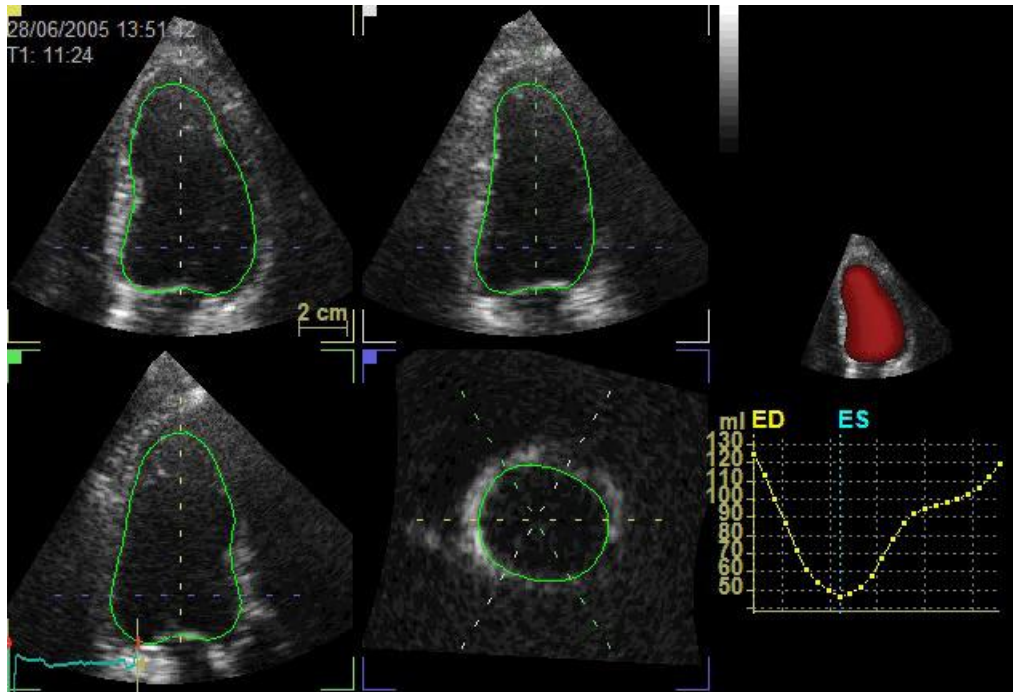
Captura de tela um vídeo de ecocardiograma Doppler para fazer a estimativa da fração de ejeção. A figura mostra quatro planos anatomicos alinhados através de uma gravação 4D (3D+tempo) de um ventrículo esquerdo normal, onde as superfícies ventriculares esquerdas (contornos verdes) foram detectadas para cada quadro do filme em todo o ciclo cardíaco. Pontos de referência manuais foram adicionados como círculos verdes. Na curva tempo-volume (canto inferior direito), estão computados os volumes a partir das superfícies detectadas em cada quadro do ciclo cardíaco, junto com os quadros diastólico final (ED) e sistólico final (ES) computados a partir dos valores máximo e mínimo respectivamente. O vídeo se encontra no site (<https://commons.wikimedia.org/wiki/File:Semi-automated-quantification-of-left-ventricular-volumes-and-ejection-fraction-by-real-time-three-1476-7120-7-18-S1.ogv?uselang=pt-br>) sob a licença Creative Commons Atribuição 2.0 Genérica (<https://creativecommons.org/licenses/by/2.0/deed.pt>). Os autores deste vídeo são Hansegård J, Urheim S, Lunde K, Malm S e Rabben S.
